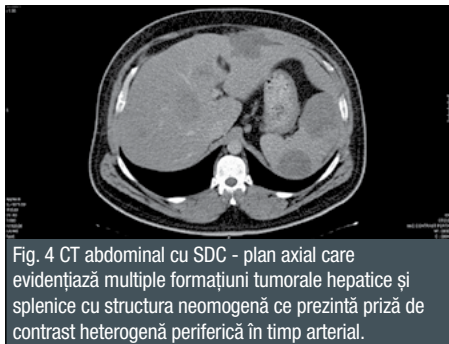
CT abdominal cu SDC - plan axial care evidențiază multiple formațiuni tumorale hepatice și splenice cu structura neomogenă ce prezintă priză de contrast heterogenă periferică în timp arterial.
